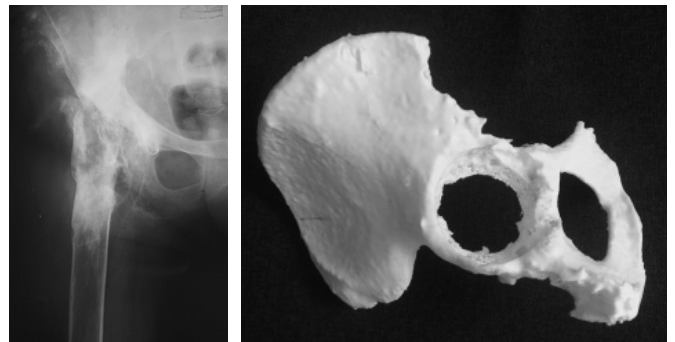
Рентгенограма правого кульшового суглоба хворої Ф.: а) до оперативного втручання; б) пластиковий прототип кульшової западини: виявлено кісткові дефекти II В за W.G. Paprosky [14]
